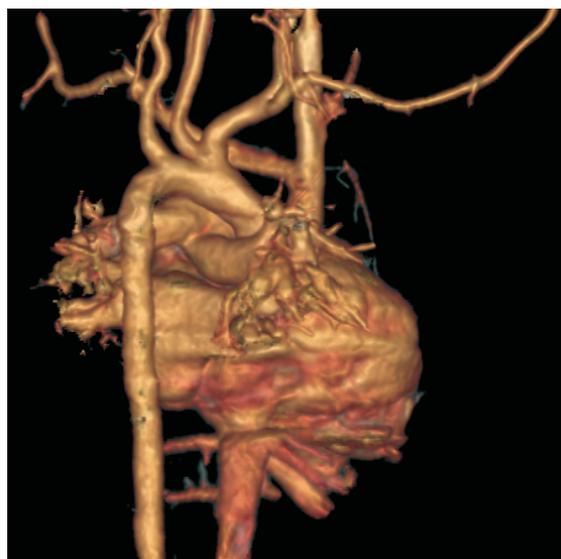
Angio-TAC con reconstrucción en 3D. Origen anómalo de la carótida Izquierda en el tronco braquiocefálico.
